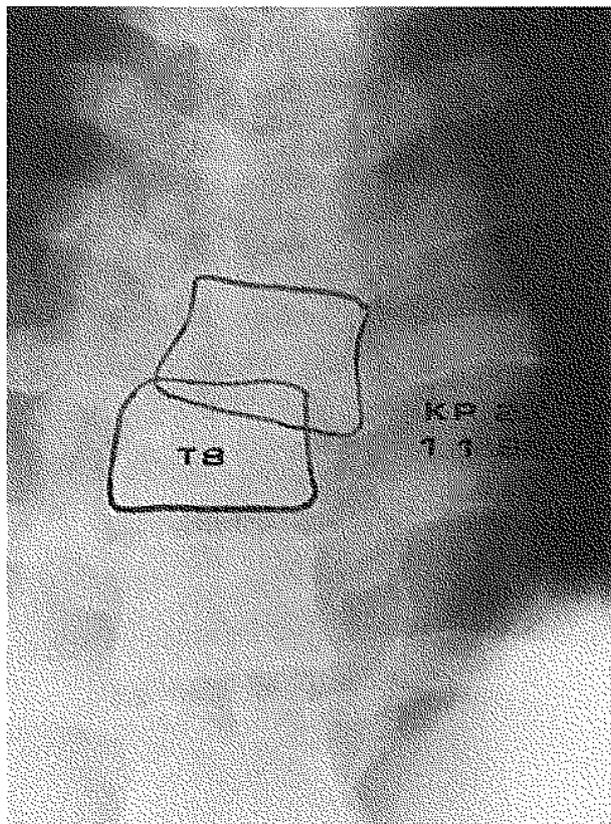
Radiographie standard qui montre le déplacement de la vertèbre D7 sur D8.
